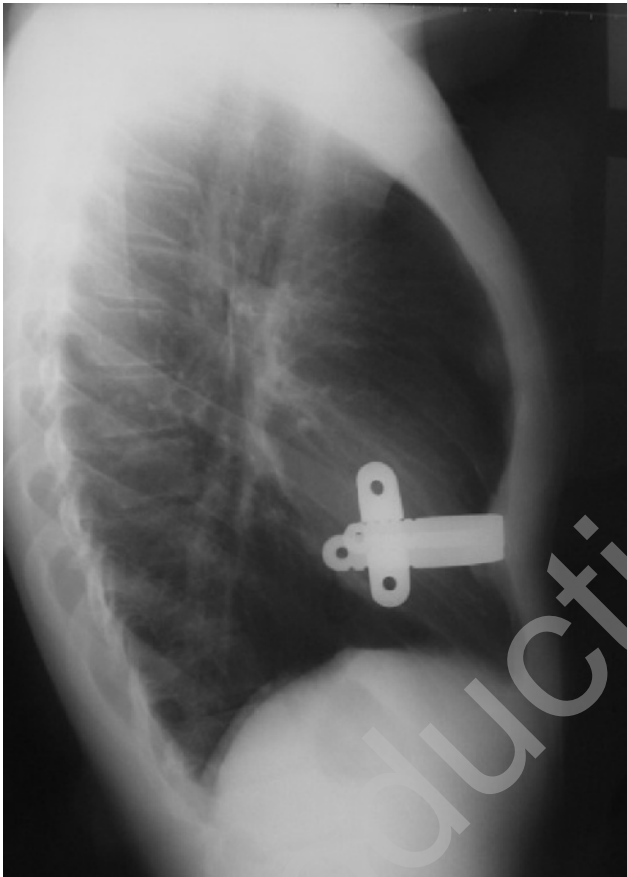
Radiographie du thorax de face et de profil après correction du thorax en entonnoir par la technique de Nuss (Coll. Ch. Glorion).
